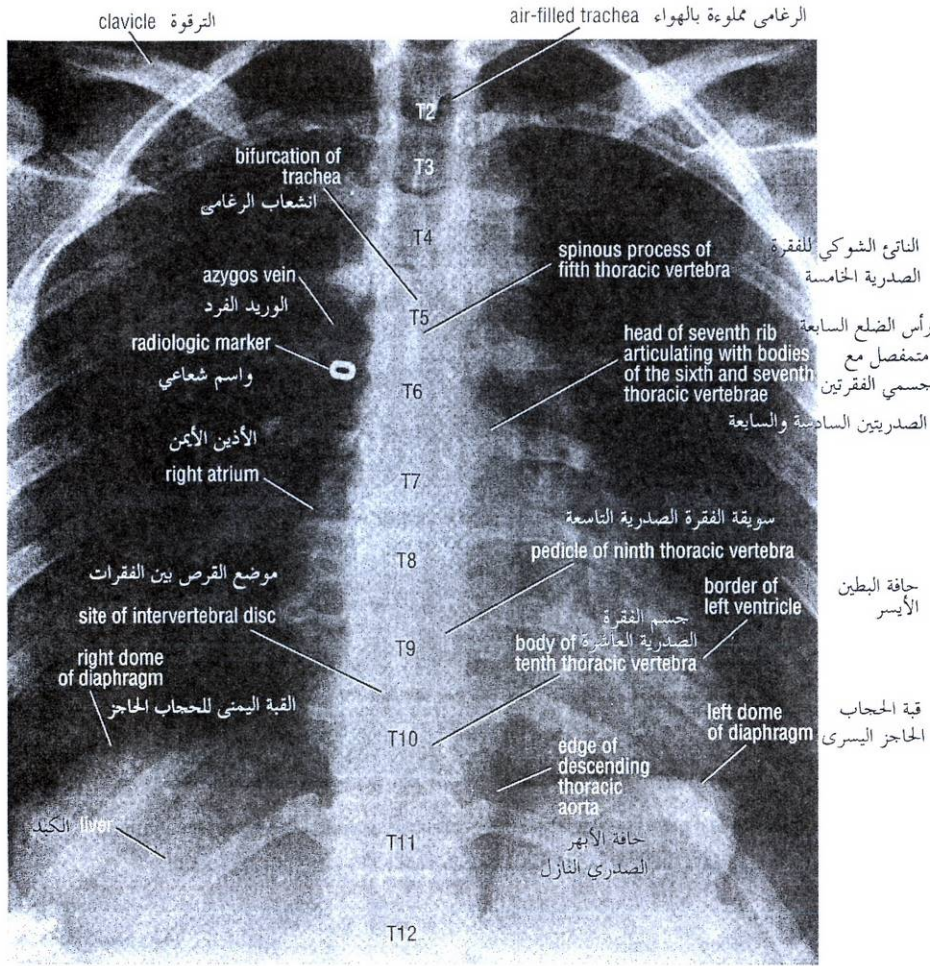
Anteroposterior radiograph of the thoracic region of the the vertebral column.
